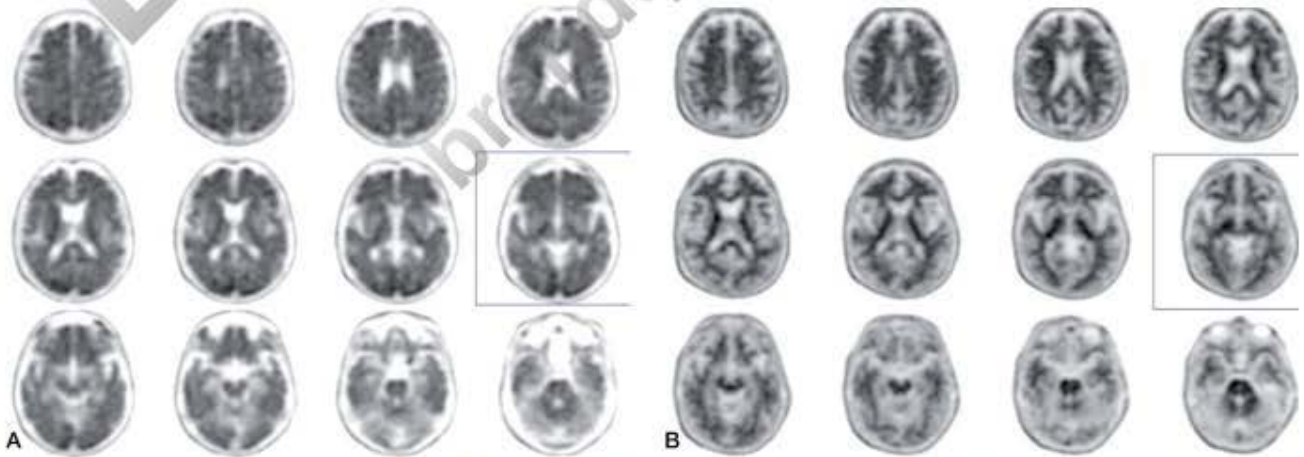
Figura e2.2 PET cerebral-florbetapir. A. Resultado negativo: mujer de 67 años con deterioro cognitivo progresivo y antecedentes de depresión bajo tratamiento antidepresivo. B. Resultado positivo: mujer de 60 años con deterioro cognitivo ligero compatible con enfermedad de Alzheimer. (Por cortesía del Dr. Javier Arbizu, Departamento de Medicina Nuclear, Clínica Universitaria de Navarra.)
